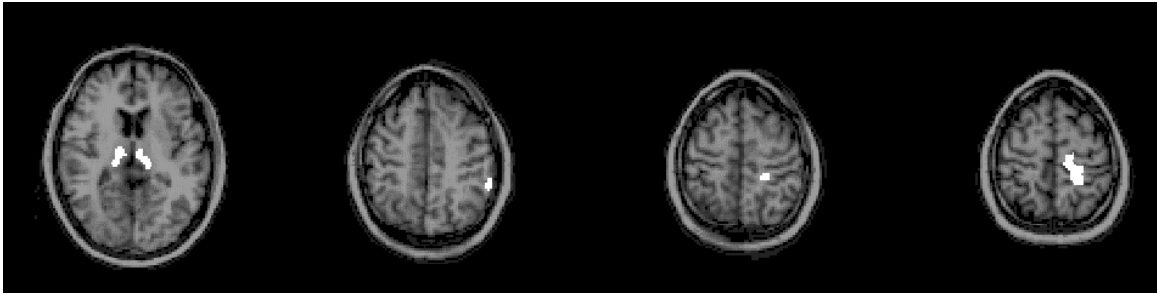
Nicht konsekutive Schichten, die die wesentlichen signifikanten Metabolismusminderungen des Gruppenmittelwertsbildes von Gruppe 1 im Vergleich zur Kontrollgruppe zeigen (in weiß). Zur anatomischen Orientierung erfolgte eine Überlagerung mit einem koregistrierten MRT.
